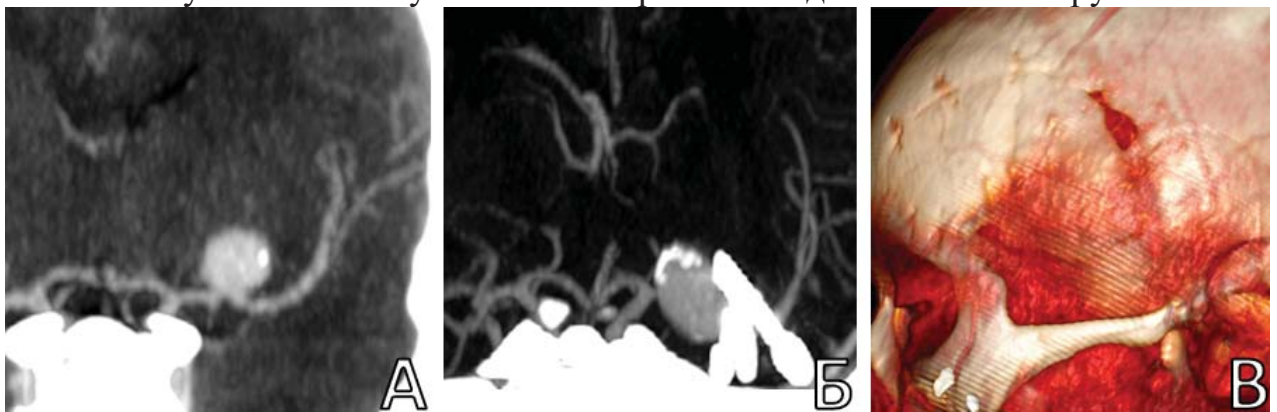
Крупная фузиформная частично клипированная аневризма М1-сегмента слева у пациента П., 6 л. А. КТА (МIP) до первой операции (исходные): определяется средних размеров фузиформно-эксцентричная аневризма М1-сегмента левой СМА; Б. КТА через год после клипирования: выявлена крупная фузиформная частично клипированная аневризма; В. КТА скальпа с 3D: отмечено отсутствие крупных ветвей ПВА в подкожной клетчатке
